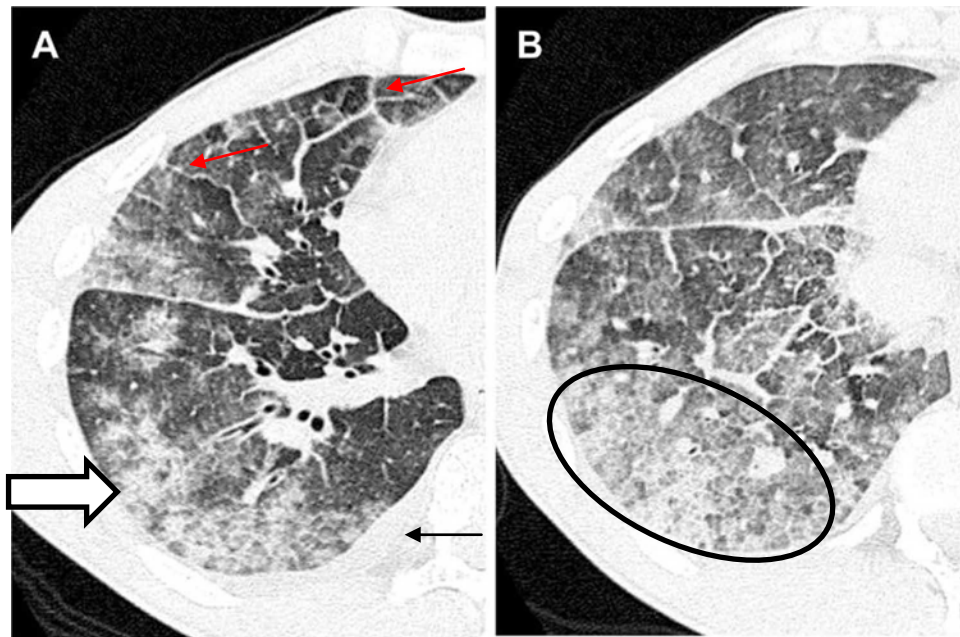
TDM en coupes axiales : Des consolidations irrégulières (flèche blanche), des opacités en verre dépoli (cercle) et des épaissements septaux interlobulaires (flèches rouges) avec un épanchement pleural de faible abondance (flèche noire): Pneumonie aiguë à éosinophiles.
